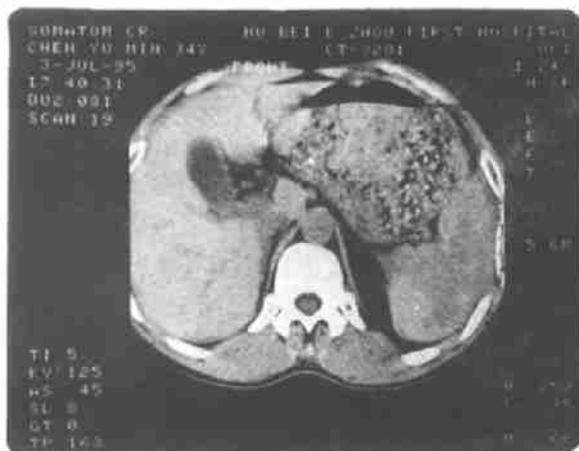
脾、肾复合性损伤。图3示脾内高密度血肿,CT值为66HU,图4示肾包膜下血肿。
